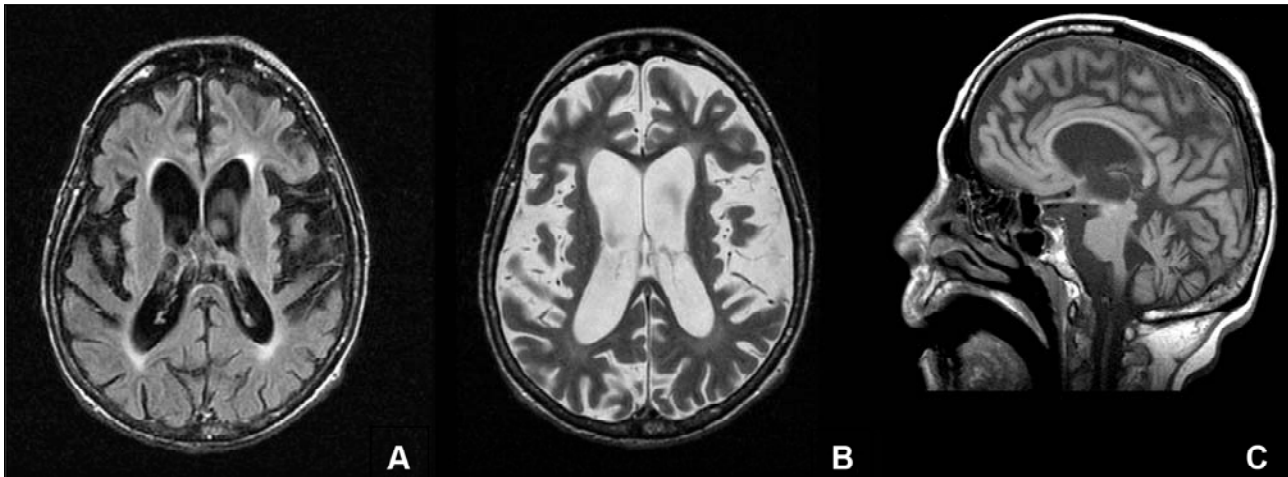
Paciente 1. (A) (axial FLAIR) e (B) (axial T2) demonstram discreto aumento do sinal da substância branca periventricular e atrofia cerebral difusa. (C) (sagital T1) demonstra sinais de atrofia cerebral e cerebelar.
